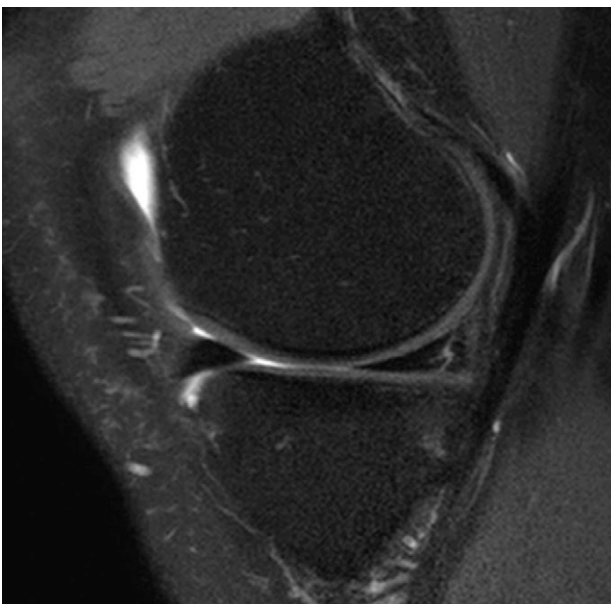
Preoperative MRI sagittal view showed a longitudinal tear of the posterior horn of the medial meniscus.
